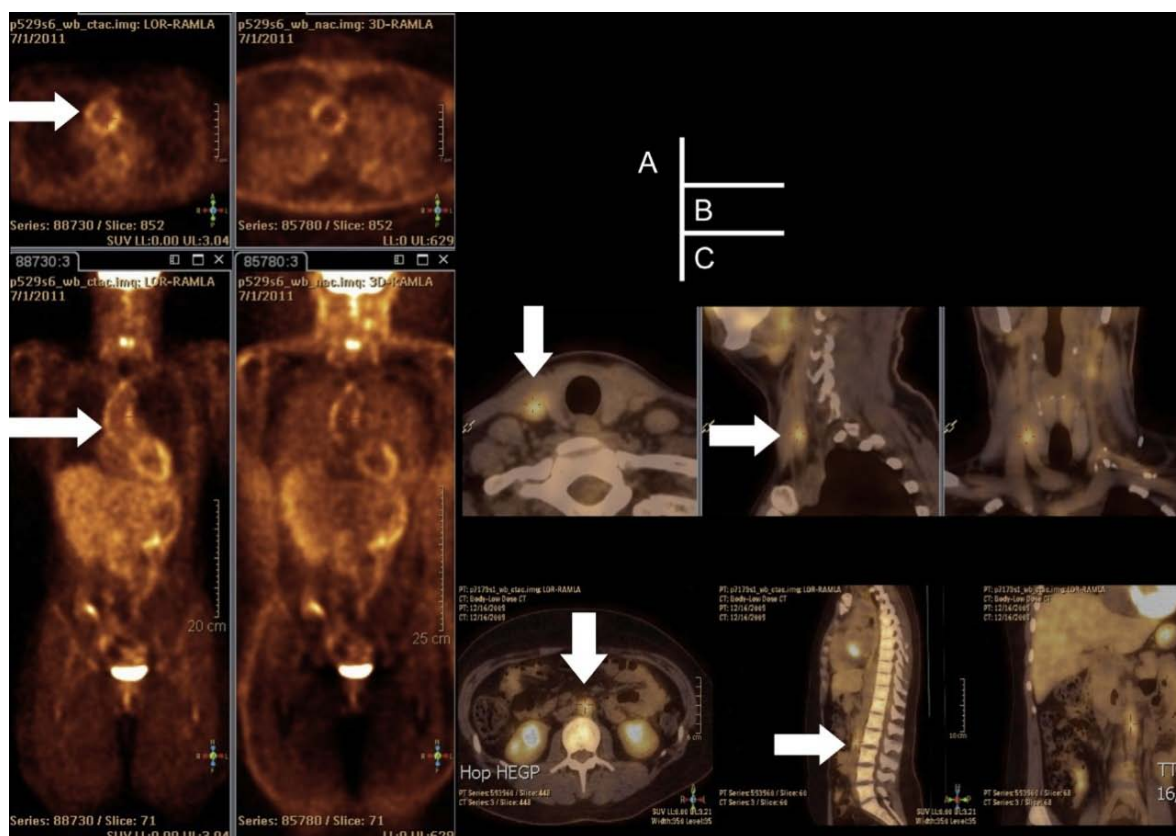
Tomographie par émission de positrons [76].
